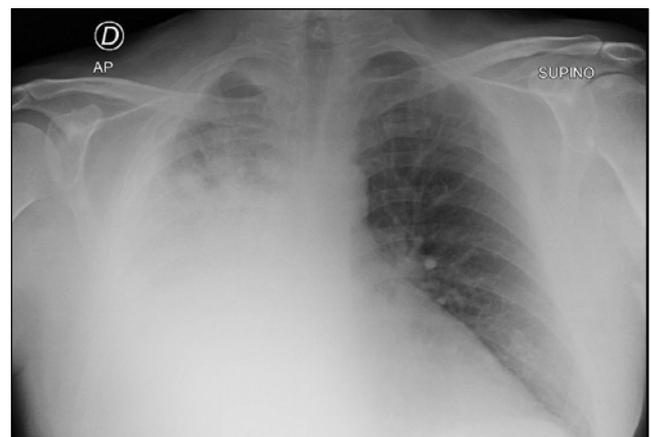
Radiografía de tórax a su llegada a urgencias en la que se observa infiltrado parenquimatoso con derrame pleural moderado-severo derecho.
